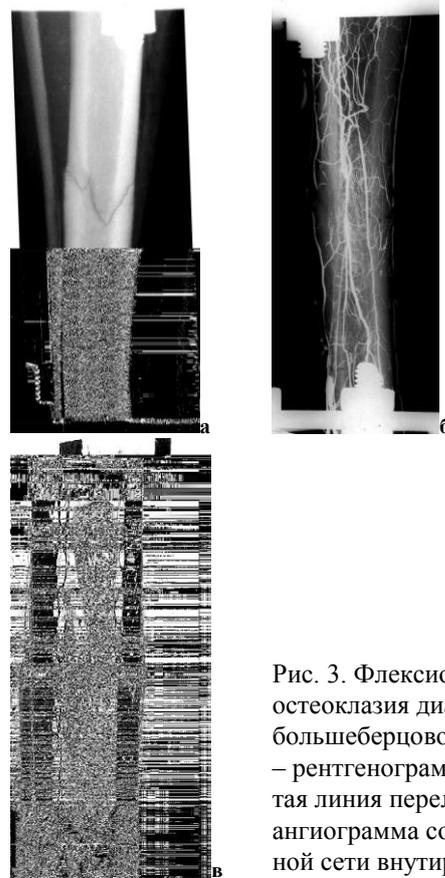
Флексивная остеоклазия диафиза большеберцовой кости: а – рентгенограмма (зубчатая линия перелома); б – ангиограмма сохраненной сети внутрикостных сосудов; в - гистотопограмма большеберцовой кости через 10 дней фиксации (окр. гематоксилином и эозином)
